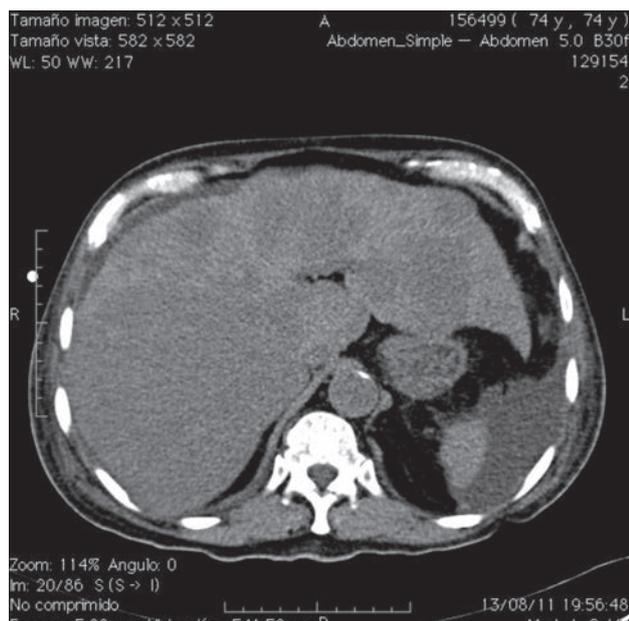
Tomografía axial computada de abdomen. Fase simple. Silueta hepática e imágenes que ocupan espacio hepático que corresponden a neoplasia que posteriormente en la fase venosa y arterial refuerzan con el medio de contraste en ambos lóbulos.
